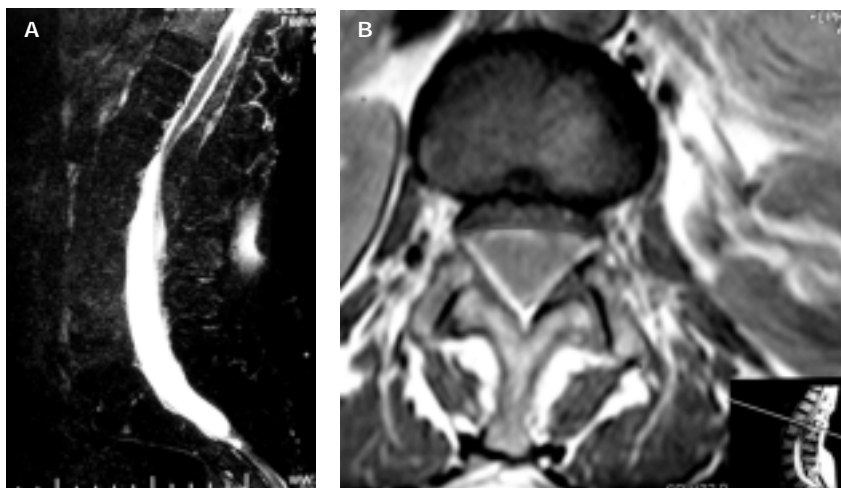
A. IRM, corte sagital, se observa claramente la hiperintensidad del hematoma. B. IRM, se observa el grado de compresión de las estructuras neurales, desplazadas hacia la parte anterior del canal raquídeo. De la línea horizontal hacia el borde posterior del cuerpo vertebral.
